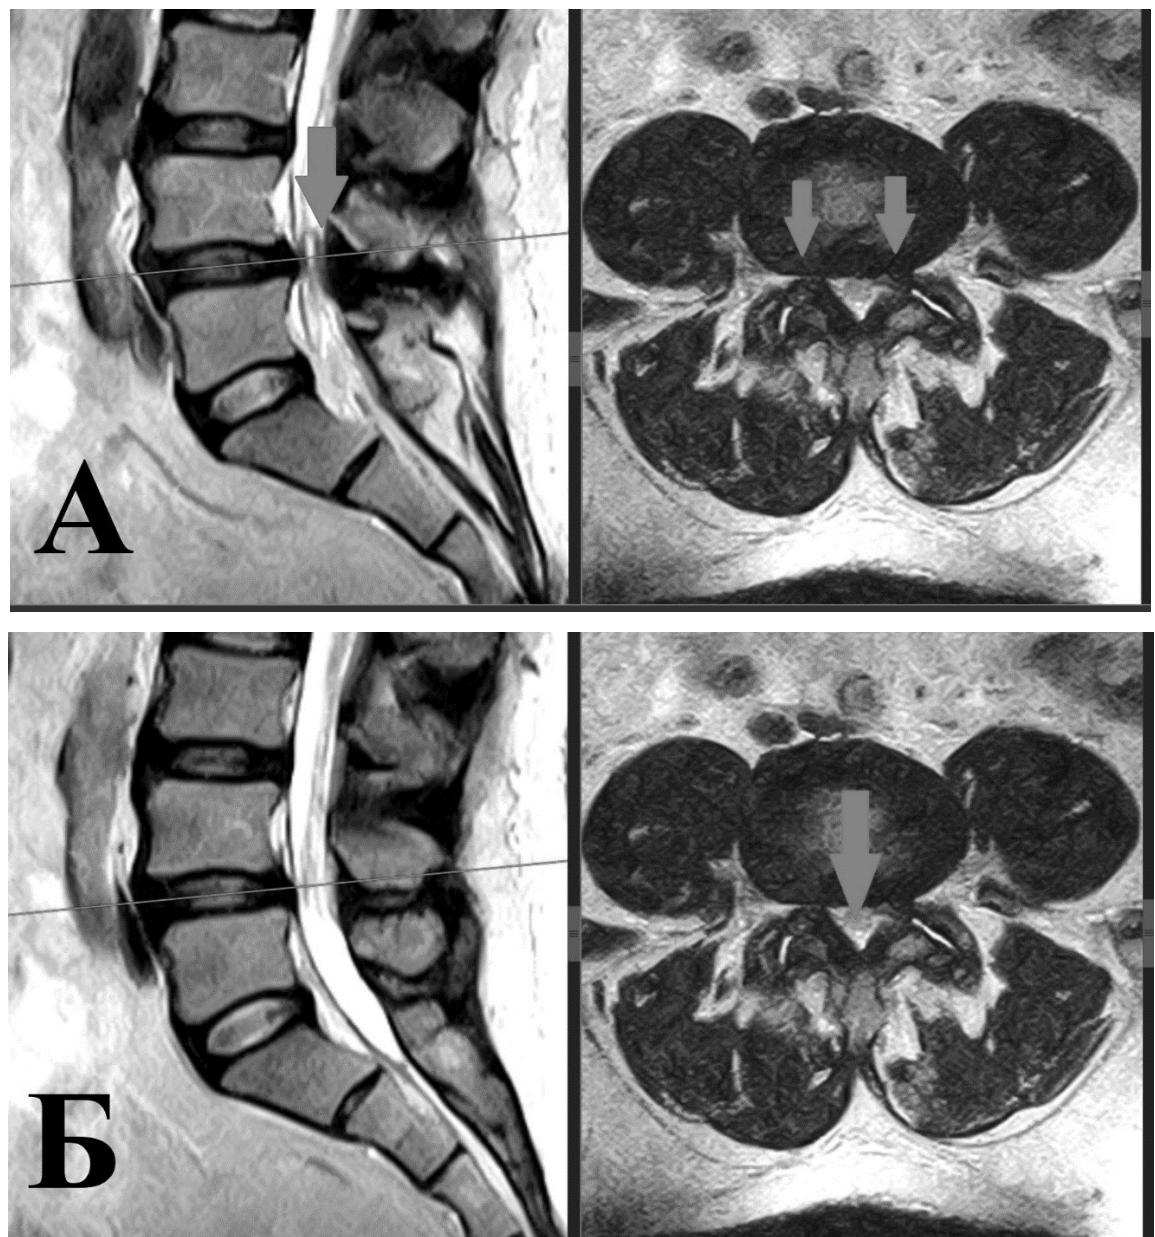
МРТ пациента Ш-ова (И/б 662-2013) перед операцией, сагиттальная и аксиальная проекции в Т2 режиме на уровне L4-L5: А – синовиальная киста левого дуроотростчатого сустава, двусторонний латеральный стеноз (указано стрелками); Б – Центральный стеноз класс «С» (по классификации Schizas, 2010) (указано стрелкой)
